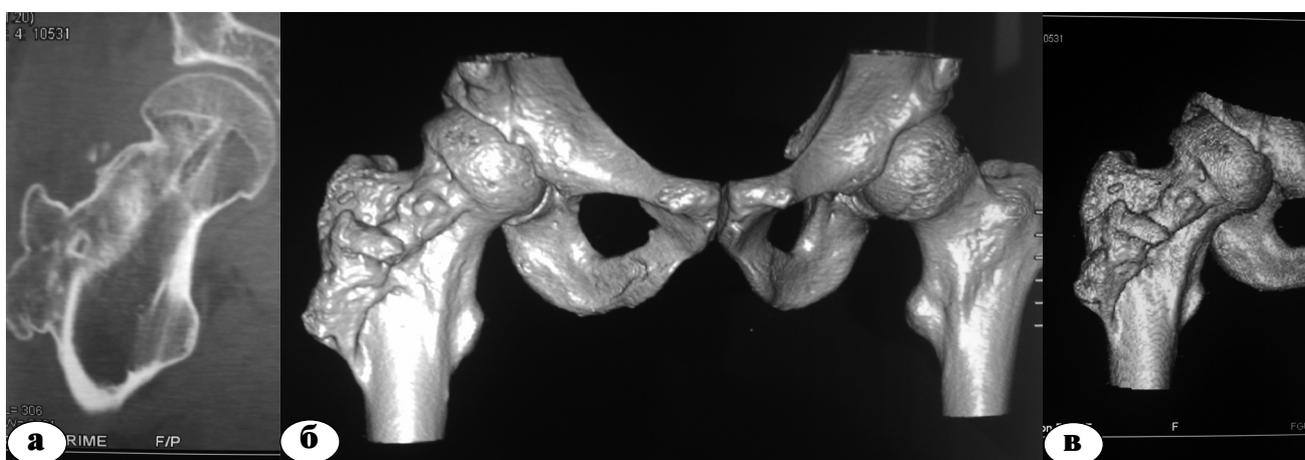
Хорошие отдаленные результаты лечения пациента Б., 30 лет, через 6 лет после остеосинтеза шейки правой бедренной кости предложенным способом: а, б, в – результаты компьютерной томографии; г, д, е – результаты функциональных проб
